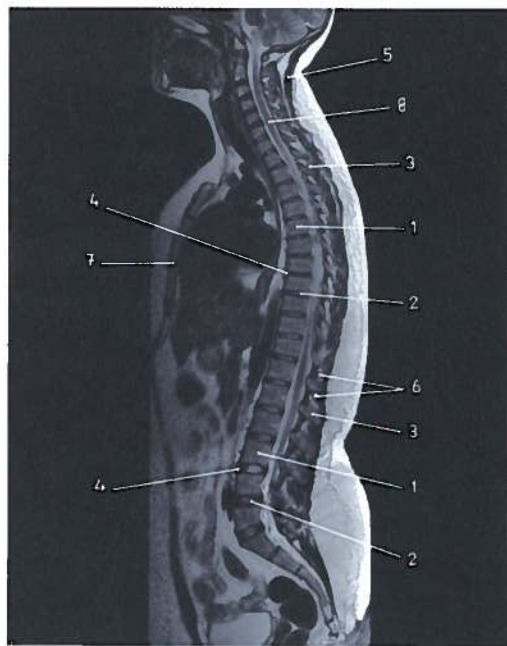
Corte sagital das várias partes da coluna vertebral em RM
